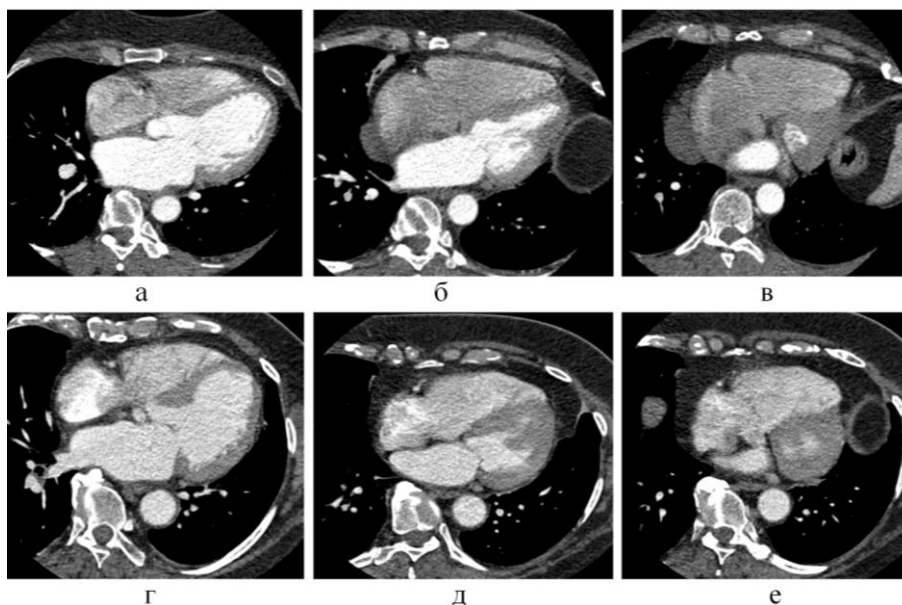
КТ сердца, артериальная фаза контрастного усиления, мультипланарные реконструкции правых камер сердца. Сравнение монофазного протокола контрастного усиления (а-в) и протокола сплит-болус (г-е).
